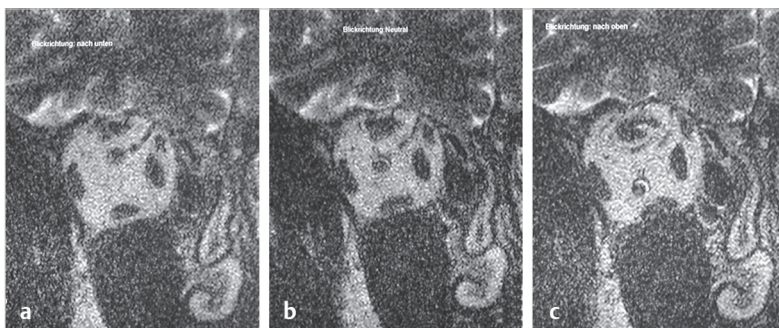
IRM : coupe coronale juste avant l'entrée du n. optique dans la sclérotique chez la même personne qu'en figure 1.10. En cas de mouvements accentués vers le bas (a) ou vers le haut (c), seul le nerf optique change sa position relative dans l'orbite par rapport au regard droit devant (b), tandis que les ventres musculaires ne suivent pas les excursions bulbiaires. Les clichés illustrent la stabilité des trajets musculaires lors des mouvements oculaires.
